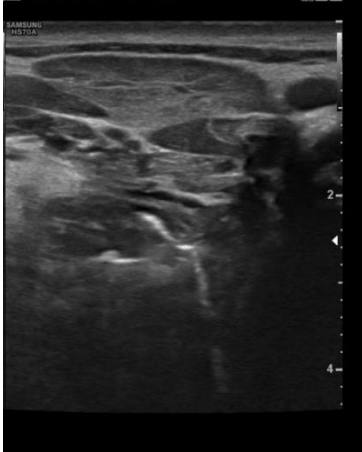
Ultrassonografia das glândulas salivares maiores (GSM) do P4 DMHB
